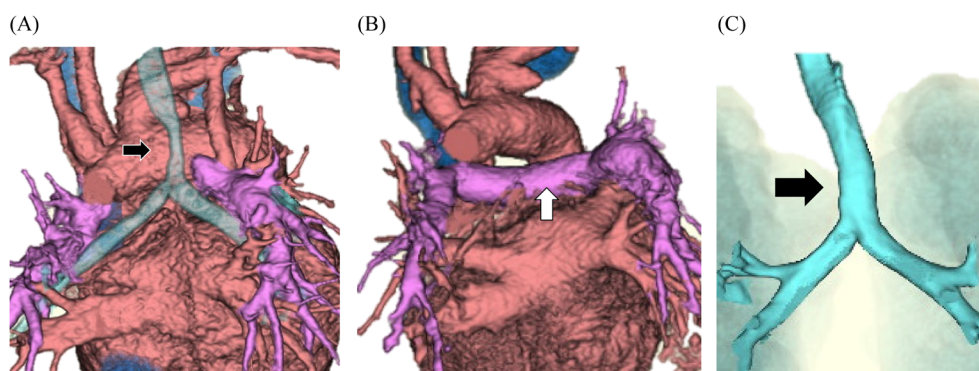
Three-dimensional CT in case 3
